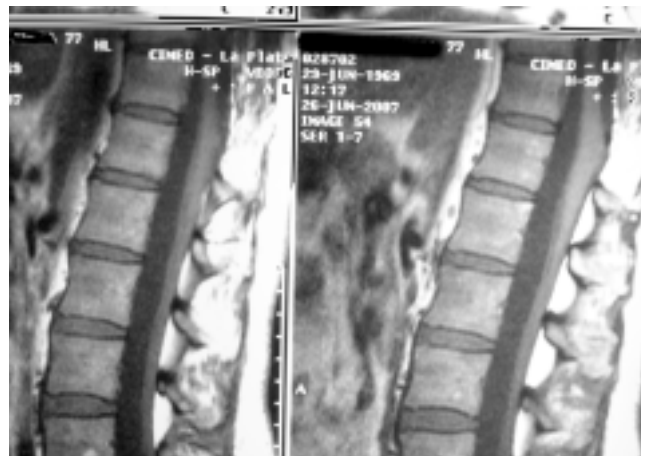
Control Postoperatorio, junio 2007. (IRM cortes sagitales)
